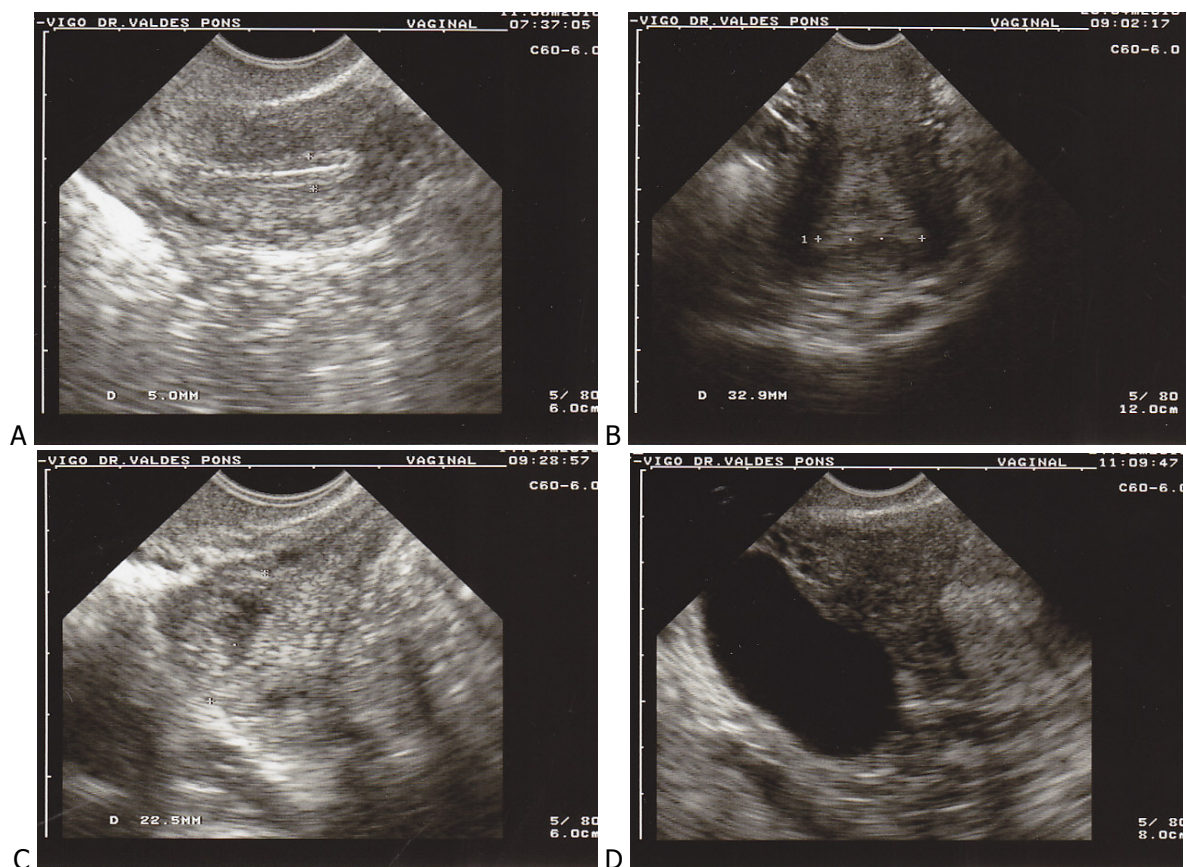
Ecografías vaginales: imagen longitudinal del cuerpo uterino (A), imagen transversal del fondo uterino (B) e imagen de cuerpo lúteo (C), folículo persistente no luteinizado (D)
